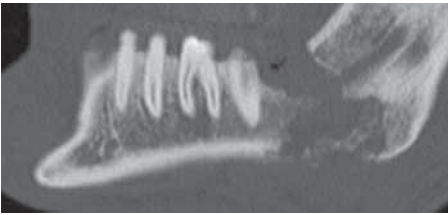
Präoperatives CT (Sagittalschnitt): irreguläre Osteolyse linker Kieferwinkel.
